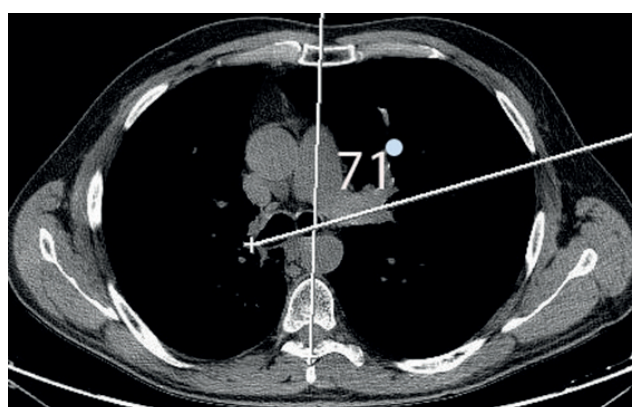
4Б. Компьютерная томограмма пациента Б. через 12 месяцев после операции нижней лобэктомии справа. Аксиальный срез. Уровень бифуркации трахеи. / Fig.4Б. Axial CT scan of patient B. 12 months after of the lower lobectomy on the right. Tracheal bifurcation level.
